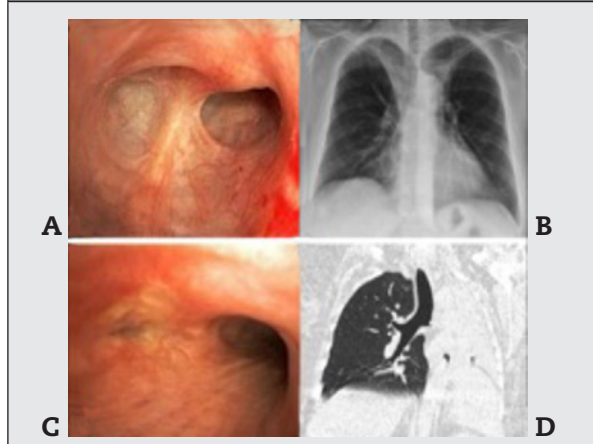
Bronchial stenosis in granulomatosis with polyangiitis. A) Endoscopic view of cicatricial stenosis in the right upper lobe; B) Frontal chest radiograph showing partial atelectasis of the right upper lobe; C) Total stenosis of the left main bronchus with mucosal inflammation; D) Computed tomography view of bronchial stenosis and total atelectasis of the left lung.
